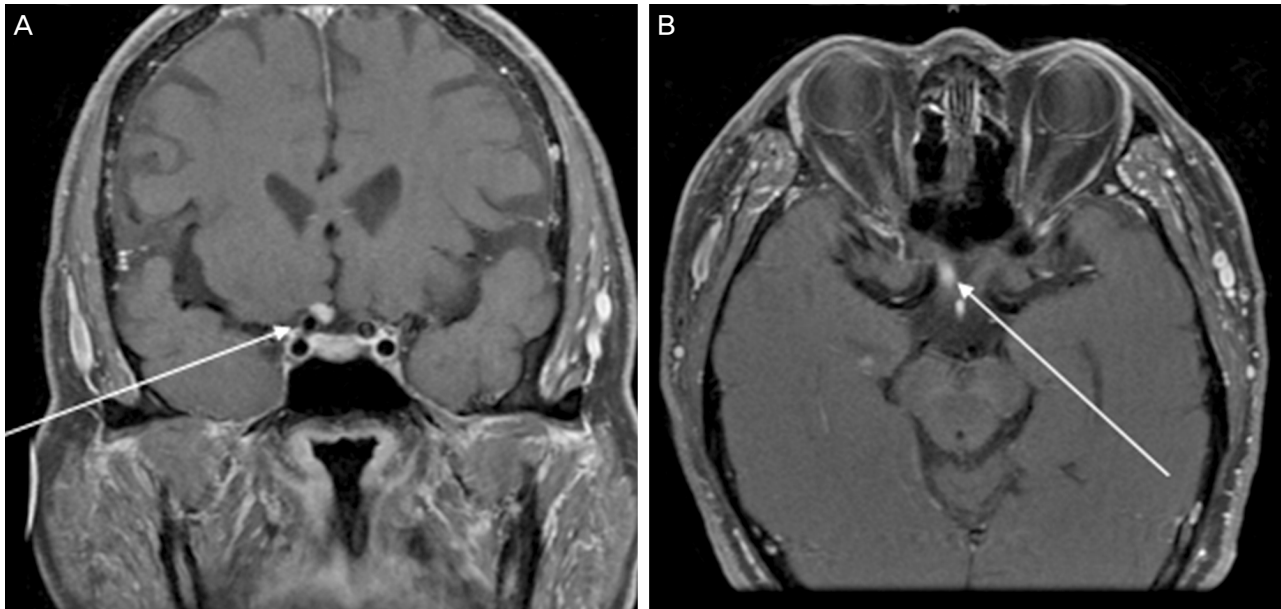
Gadolinium-enhanced T1-weighted MRI on initial presentation: showing focal enhancement and enlargement (white arrow) of the intracranial portion of the right optic nerve at coronal view (A) and axial view (B).
